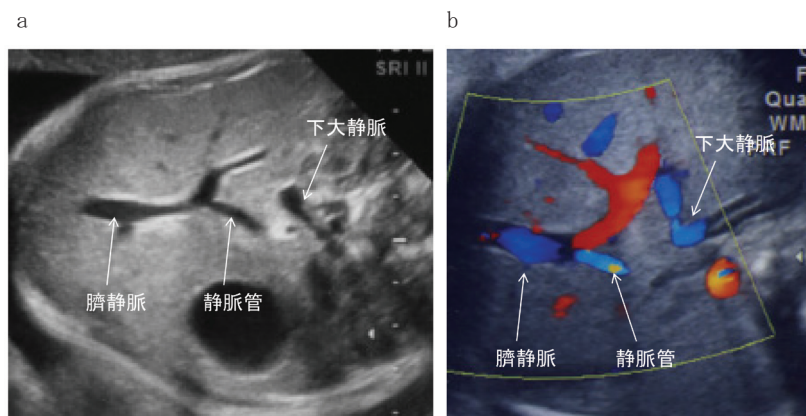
胎児腹部横断面(a : Bモード、b : カラー Doppler)。臍静脈から静脈管が起始している(a)。カラーを乗せると静脈管の血流速度が速いため色が変わり区別しやすくなる(b)。
